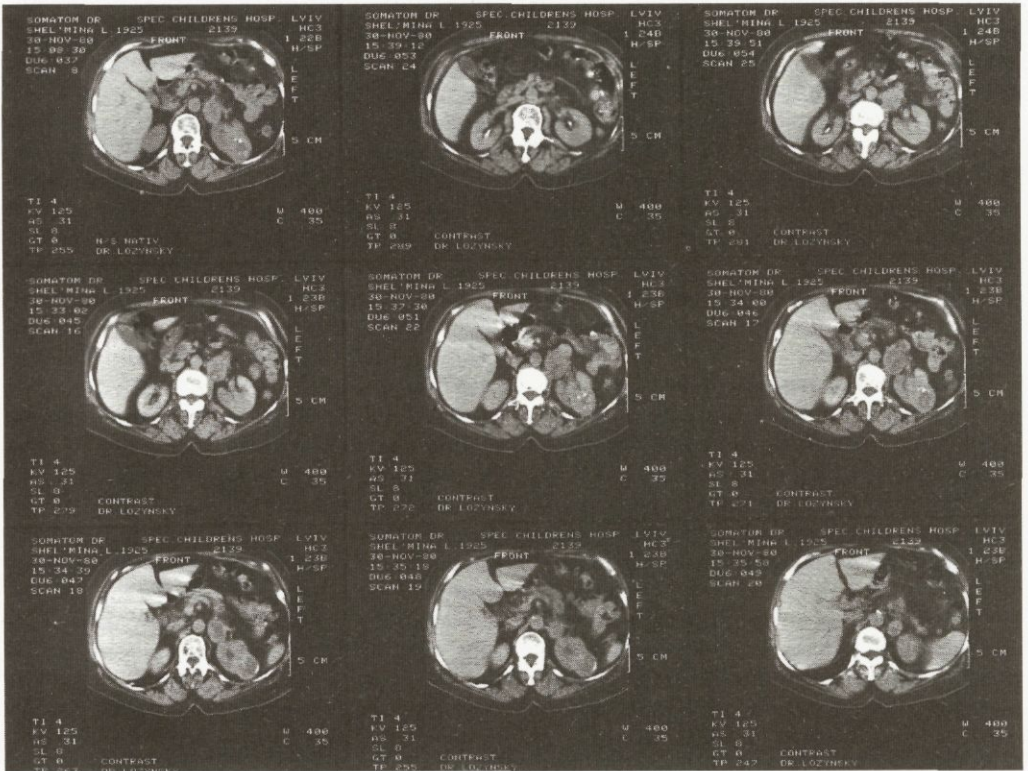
Комп'ютерна томограма: пухлина лівої нирки.
